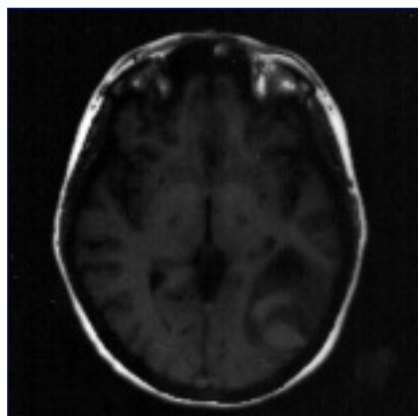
RMN encefálica. Confirma a presença de TVC dos seios recto e lateral esquerdos e de hematoma heterogéneo temporo-occipital esquerdo, cortico-subcortical, com 6 x 3,5cm e edema peri-focal com efeito de massa sobre as estruturas adjacentes.
